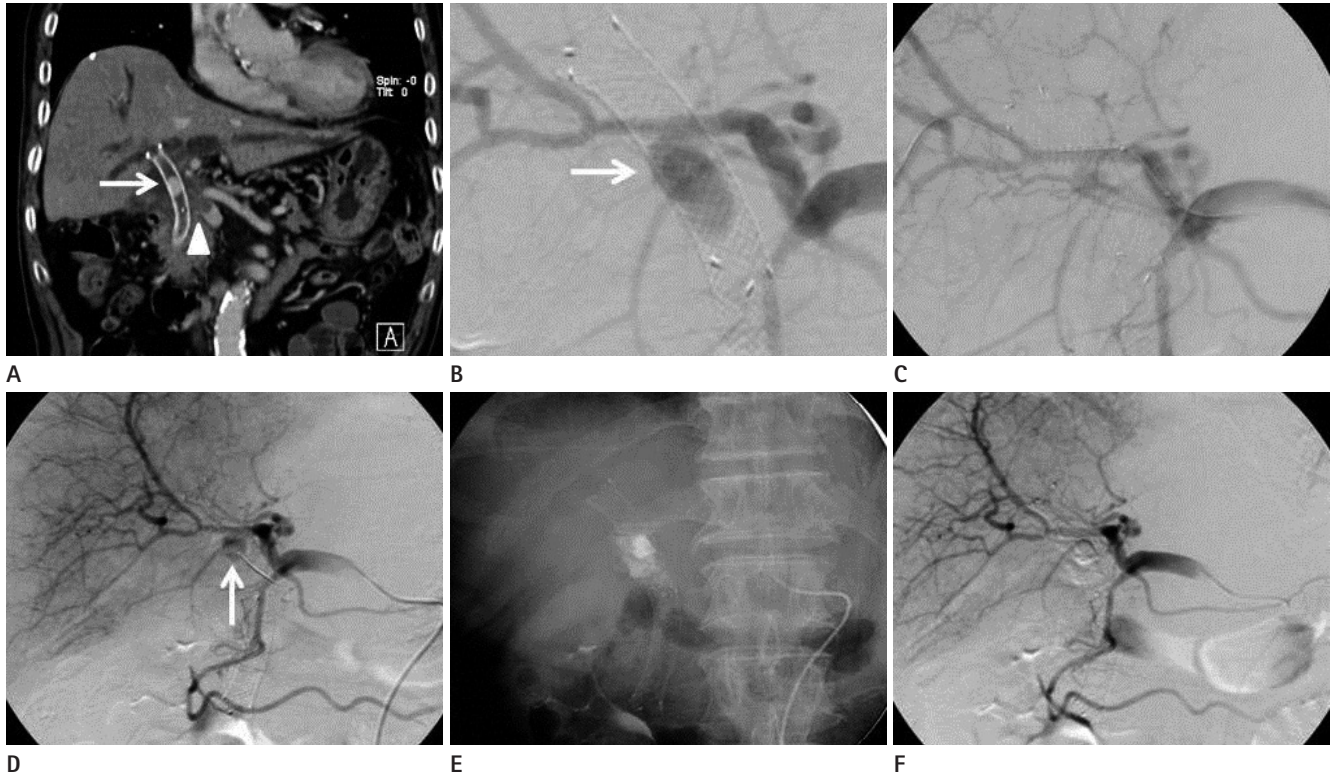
Hemobilia at 100 days after stent insertion in 69 years old male patient with pancreatic head cancer. A. Contrast enhancement CT scan shows large mass (arrow) encircling stent and right hepatic artery. Hemobilia was seen. B. Right hepatic angiography shows small pseudoaneurysm (arrow) arising from the right hepatic artery overlying the biliary stent which was not seen at CT scan. C. Balloon expandable coronary stent graft was inserted through the 6 Fr guiding catheter because the main portal vein was occluded by the cancer invasion. D. Final angiography demonstrates successful occlusion of pseudoaneurysm with patent right hepatic artery.
